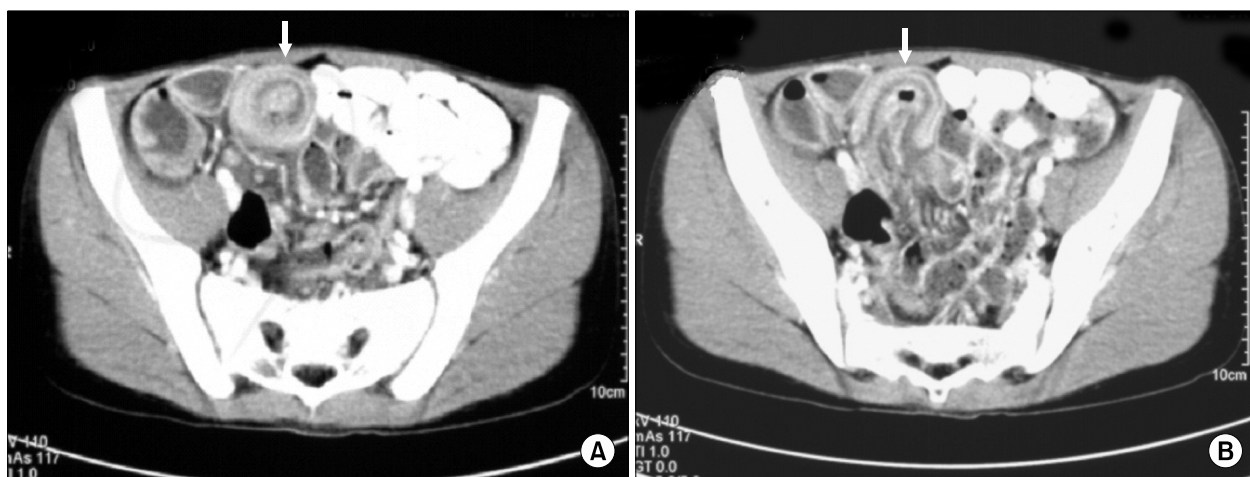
Contrast enhanced CT scan demonstrates ileo-ileal type of intussusception (A) and polyp (B) in the right lower abdominal cavity.
